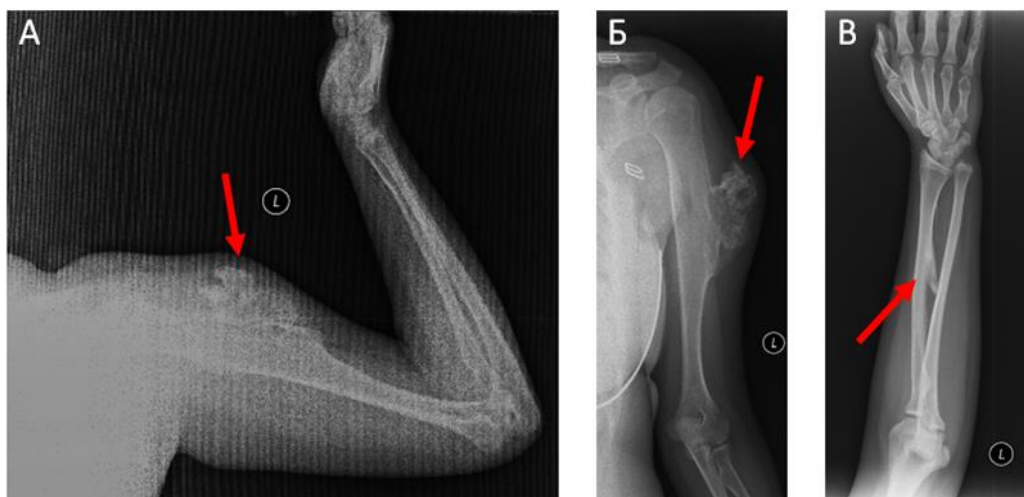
Рентгенограмма пробанда (IV.9) 2019 г. характерные экзостозные разрастания в плечевой кости – А; Б и в лучевой кости левой руки – В (фото автора)
